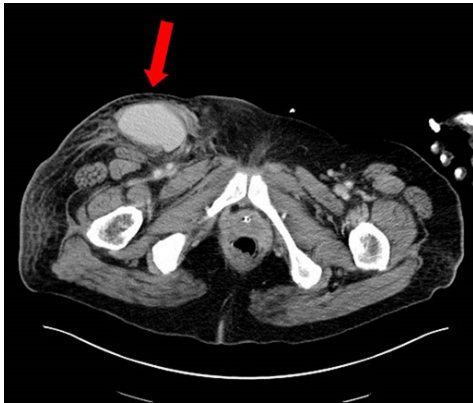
Abdominal CT scan on postoperative day 7, red arrow indicates huge iatrogenic pseudoaneurysm of femoral artery.
